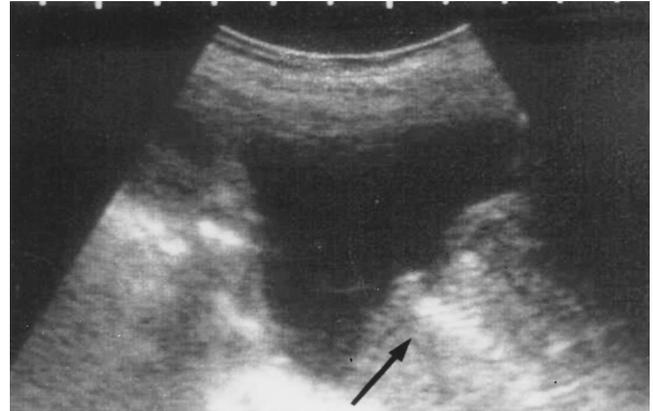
Imagen sagital de ultrasonido suprapúbico en donde se observa stent en posición óptima a nivel de la uretra prostática.
